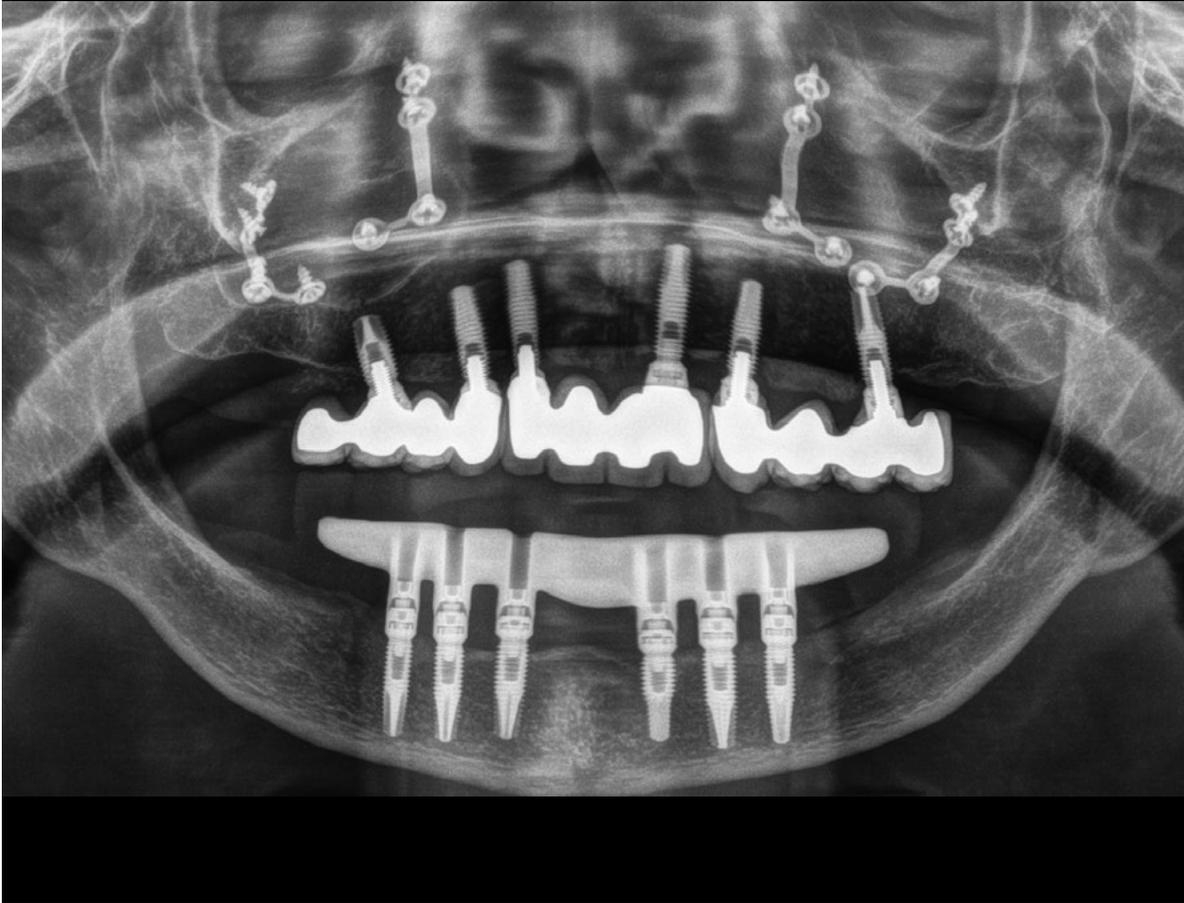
Radiografía a los 23 años de seguimiento con los implantes sin pérdidas óseas significativas. La prótesis inferior ha sido sustituida por otra con diferente estructura pero la estabilidad de los implantes y del tratamiento se mantiene a largo plazo.
